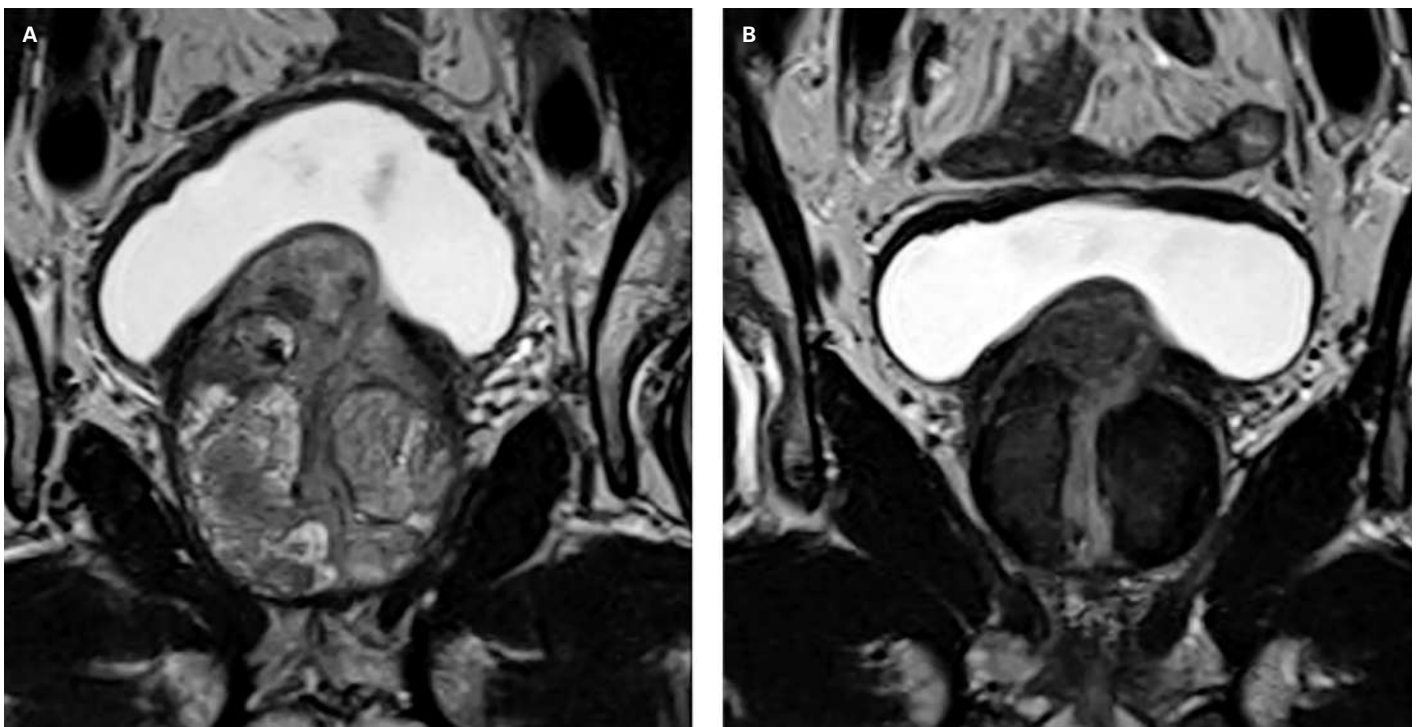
IRM de la prostate: coupe coronale pondérée en T2 avant (A) et 3 mois après (B) une embolisation bilatérale de la prostate avec ischémie bilatérale et réduction du volume de la prostate.
